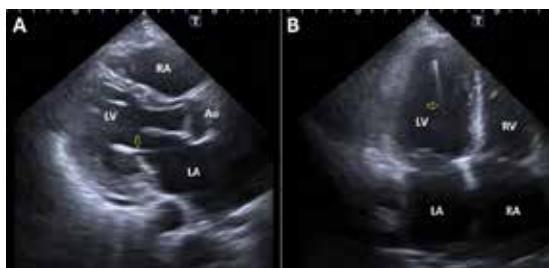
Two dimensional transthoracic echocardiographic imaging from parasternal long axis (A) and apical four chambers (B) views. Temporary pacing lead can clearly be seen passing from left atrium into the left ventricle. The tip of the ventricular lead is located at the left ventricular apex. Ao- Aorta; LA-left atrium; LV- left ventricle; RA- right atrium; RV- right ventricle.
